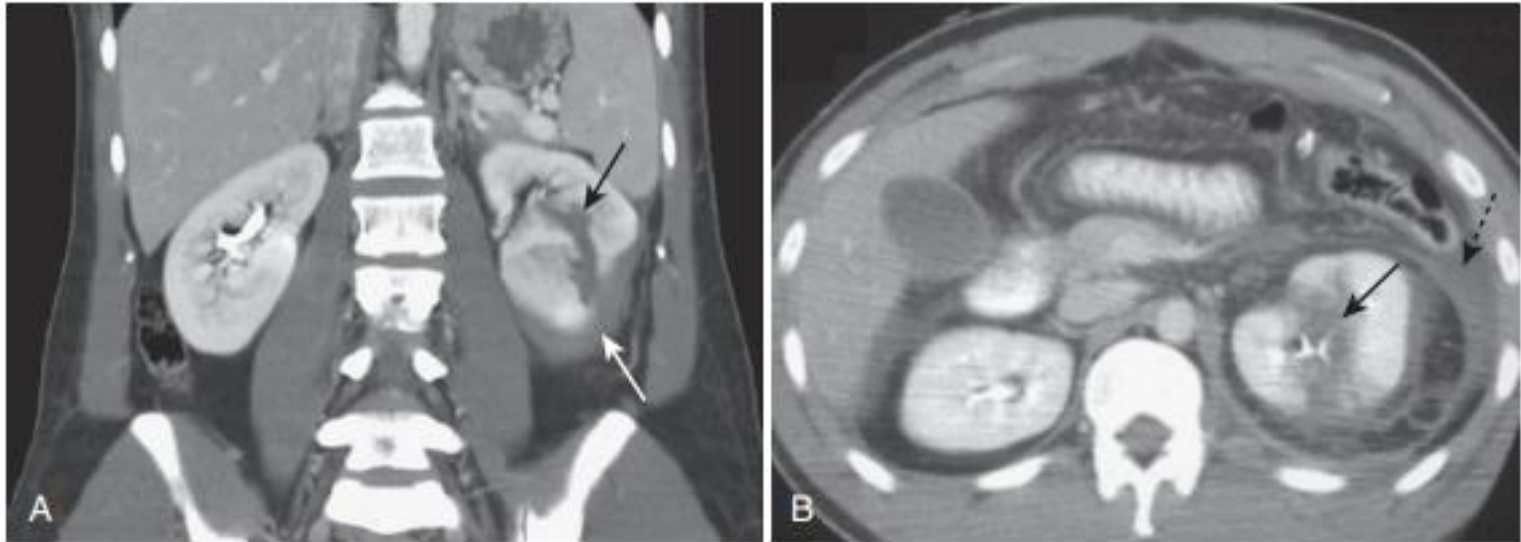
Renal trauma, two different patients. A, Coronal-reformatted contrast-enhanced CT scan shows a low-attenuation linear defect, representing a renal laceration (*black arrow*) and a subcapsular hematoma (*white arrow*). B, Axial CT scan on another patient also shows a renal laceration (*solid black arrow*), and a perinephric hematoma (*dotted black arrow*).
